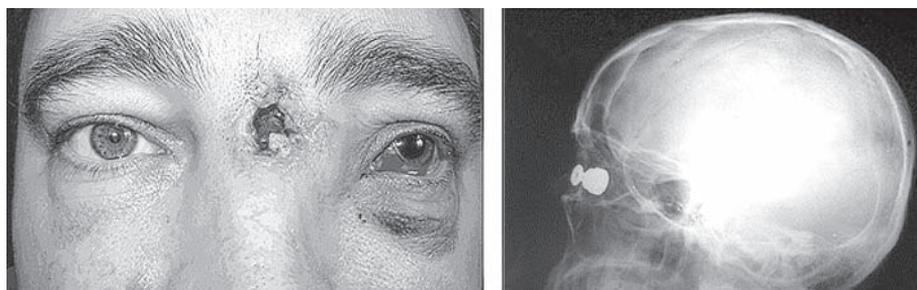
Пулевое ранение из пистолета «Оса». Сочетанное ранение левой глазницы с переломом внутренней и нижней стенок, переломом костей носа, разрушением решетчатой пазухи, тяжелой контузией левого глазного яблока. Инородное тело (пуля) в левой решетчатой пазухе и левой глазнице.
